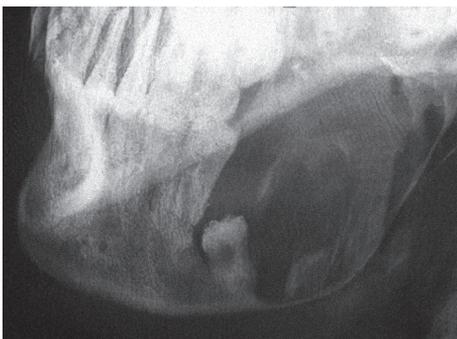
Рентгенологическая картина фолликулярной кисты нижней челюсти
